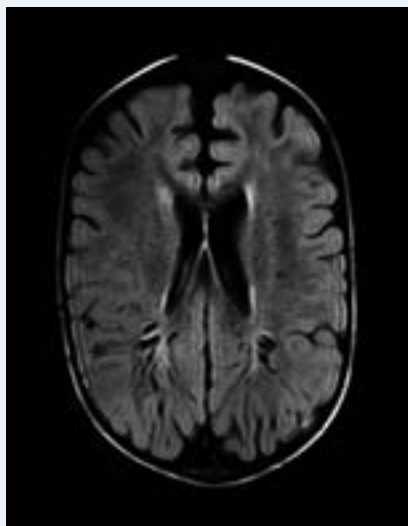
RM cerebral. Corte axial, secuencia T2-FLAIR. En sustancia blanca periventricular posterior se objetivan múltiples espacios dilatados compatibles con espacios perivascuales de Virchow-Robin.
